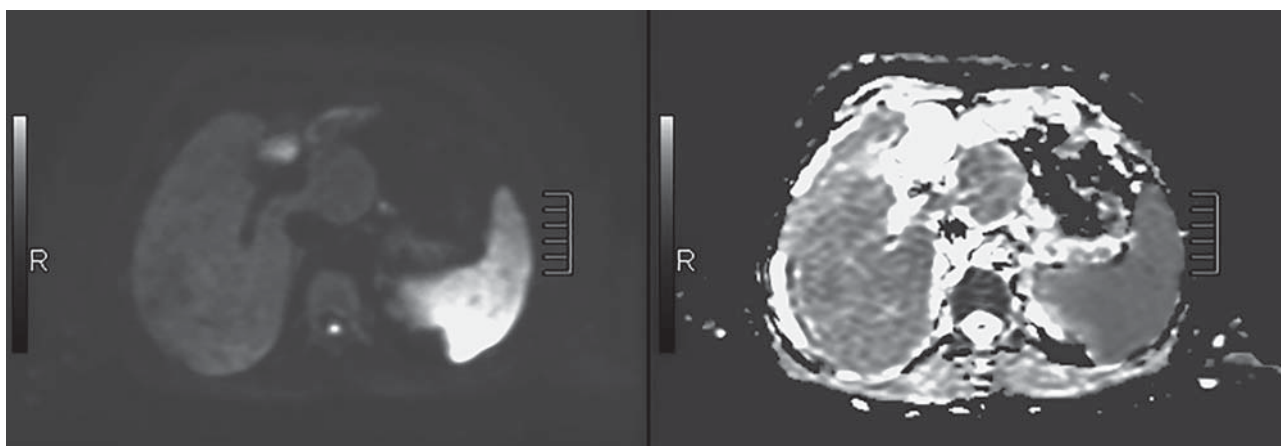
Пациент Т., 49 лет, МРТ органов брюшной полости (нет ограничение диффузии) цирроз печени алкогольного генеза (после лечения). а – ДВИ печени, аксиальный срез (b-фактор 1000); б – ИКД печени, аксиальный срез (b-фактор 1000) (отказ от употребления спиртных напитков).
